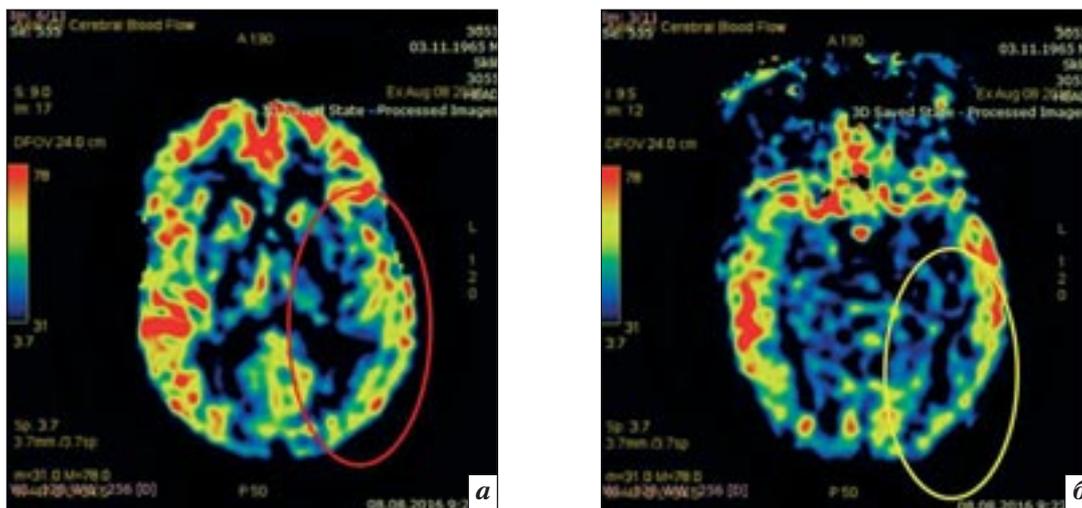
Данные послеоперационной бесконтрастной МР-перфузии (5-е сутки после операции): улучшение перфузии обоих полушарий головного мозга – в левой теменной (а: обозначено красным овалом) и височной (б: обозначено желтым овалом) долях
